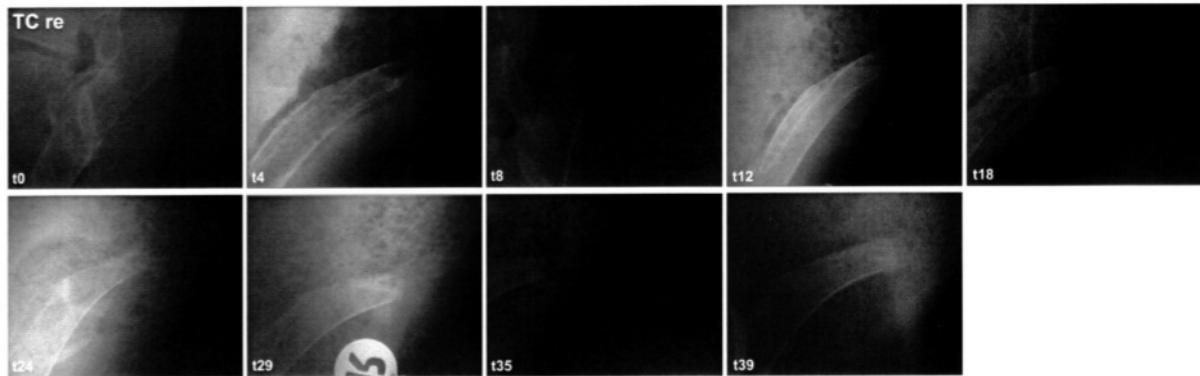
Röntgenologische Befunde Tier 91758 des rechten Tuber coxae (TC re) über den Zeitraum von t0 sowie 4, 8, 12, 18, 24, 29, 35 und 39 postoperative Wochen, [t (Zeit) in Wochen]. Hier wurde ein zellbesiedelter Polyurethanschaum verwendet (Quelle: Freytox GmbH).
